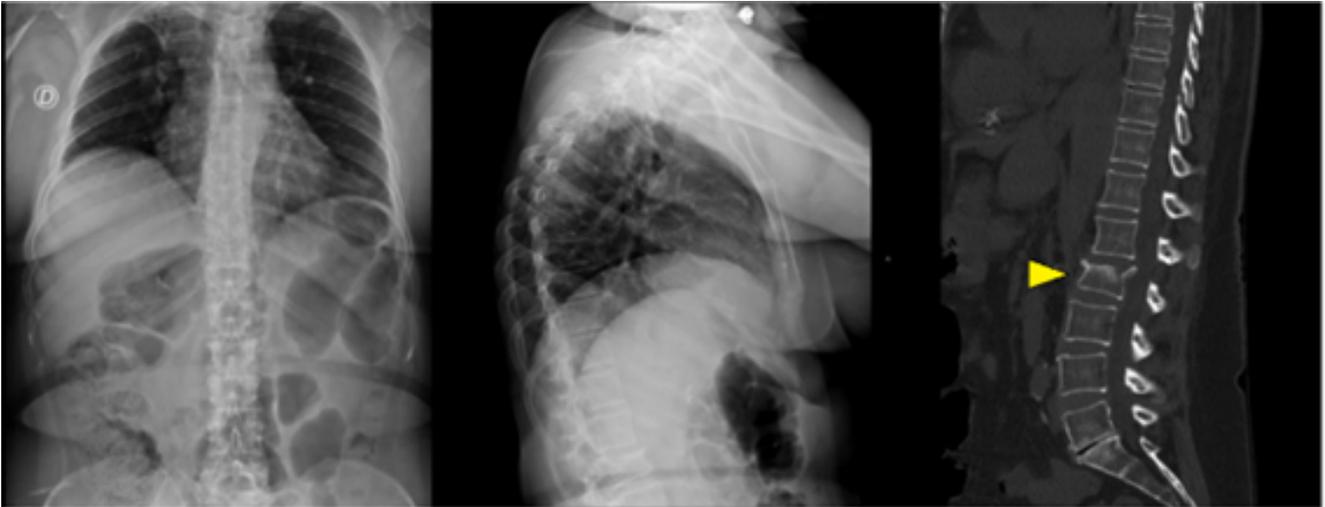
Radiografías de columna dorsal, proyección anteroposterior (izquierda) y lateral (derecha). La última imagen representa una TC lateral donde se observa con mayor claridad una disminución de altura y acúñamiento anterior del cuerpo de L2 (cabeza de flecha), compatible con fractura osteoporótica.
